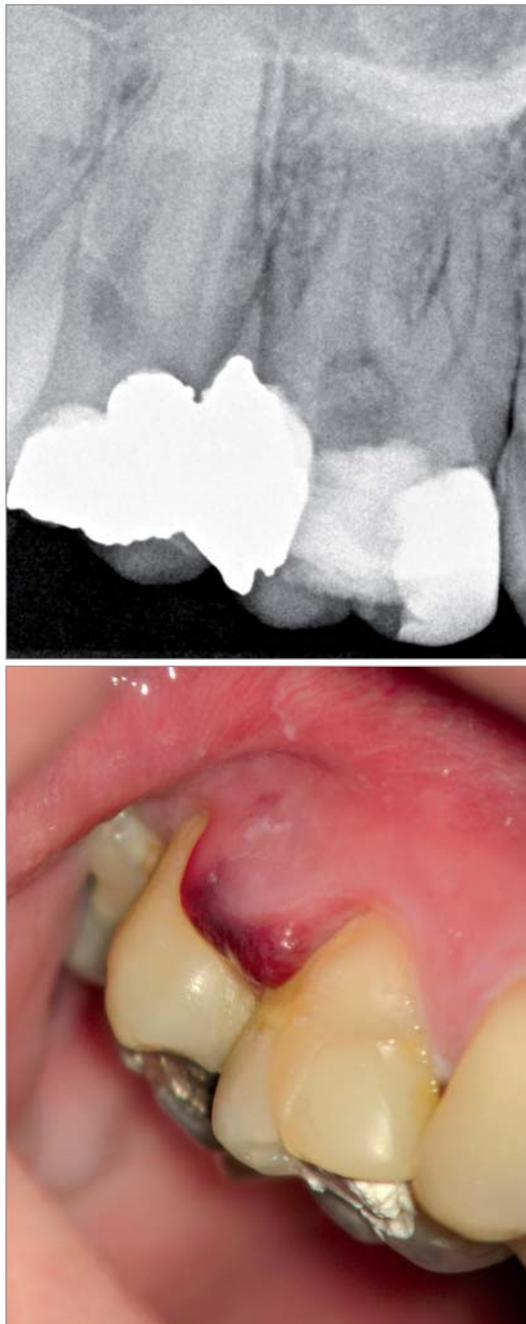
u. b: a) Die Röntgenaufnahme zeigt eine undichte Füllung distal bei 16 und einen okklusalen Verschluss mit geringer Röntgenopazität. b) Gingivanekrose im distalen Bereich des Zahnes 16 fünf Tage nach Anwendung einer formaldehydhaltigen Devitalisierungspaste.
